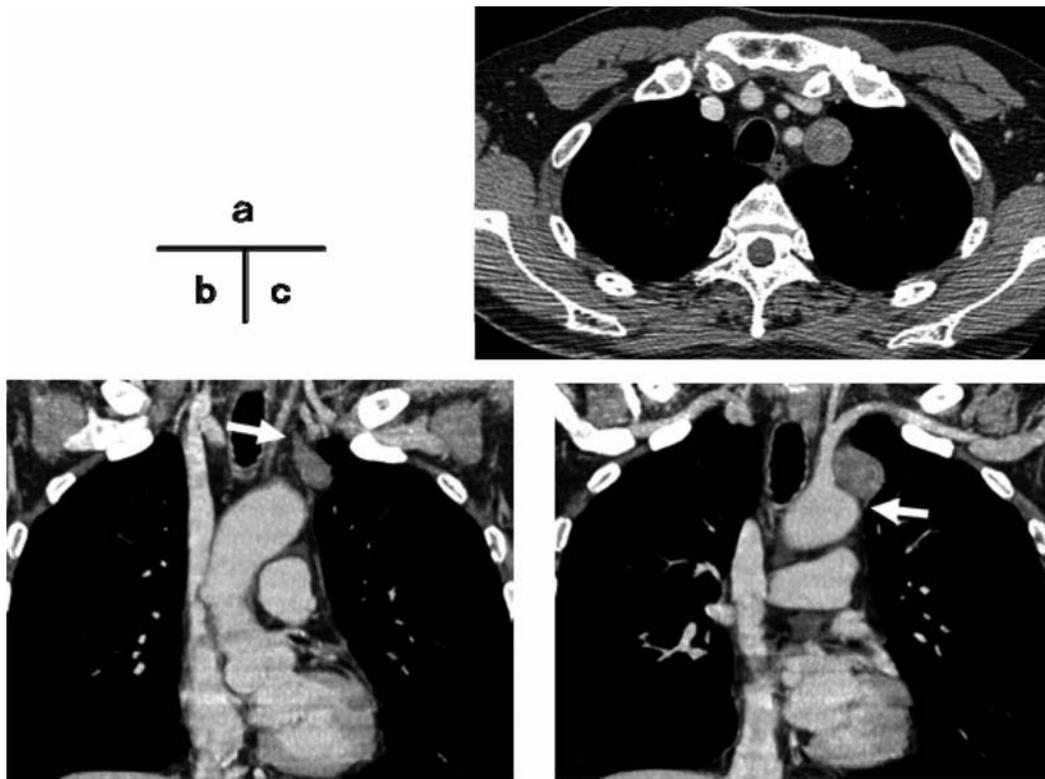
Preoperative chest CT scan. a: The left upper mediastinal tumor. b, c: The mediastinal vagal nerve (arrows).
